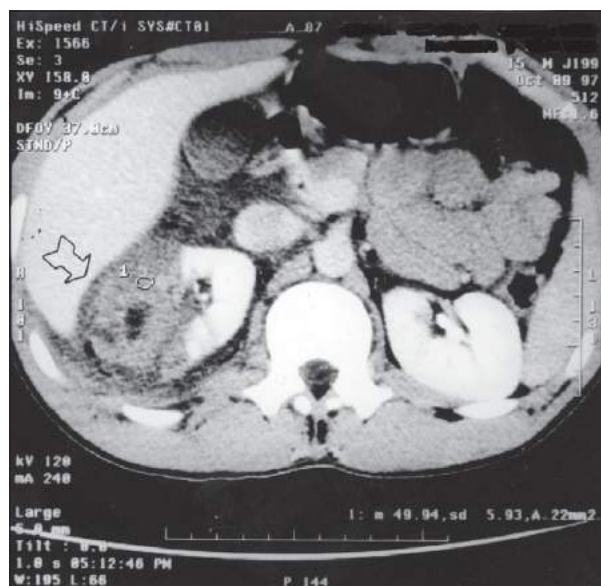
Tomografia do mesmo paciente da Fig. 17.2 mostrando extensão da lesão para a região mesorrenal.
